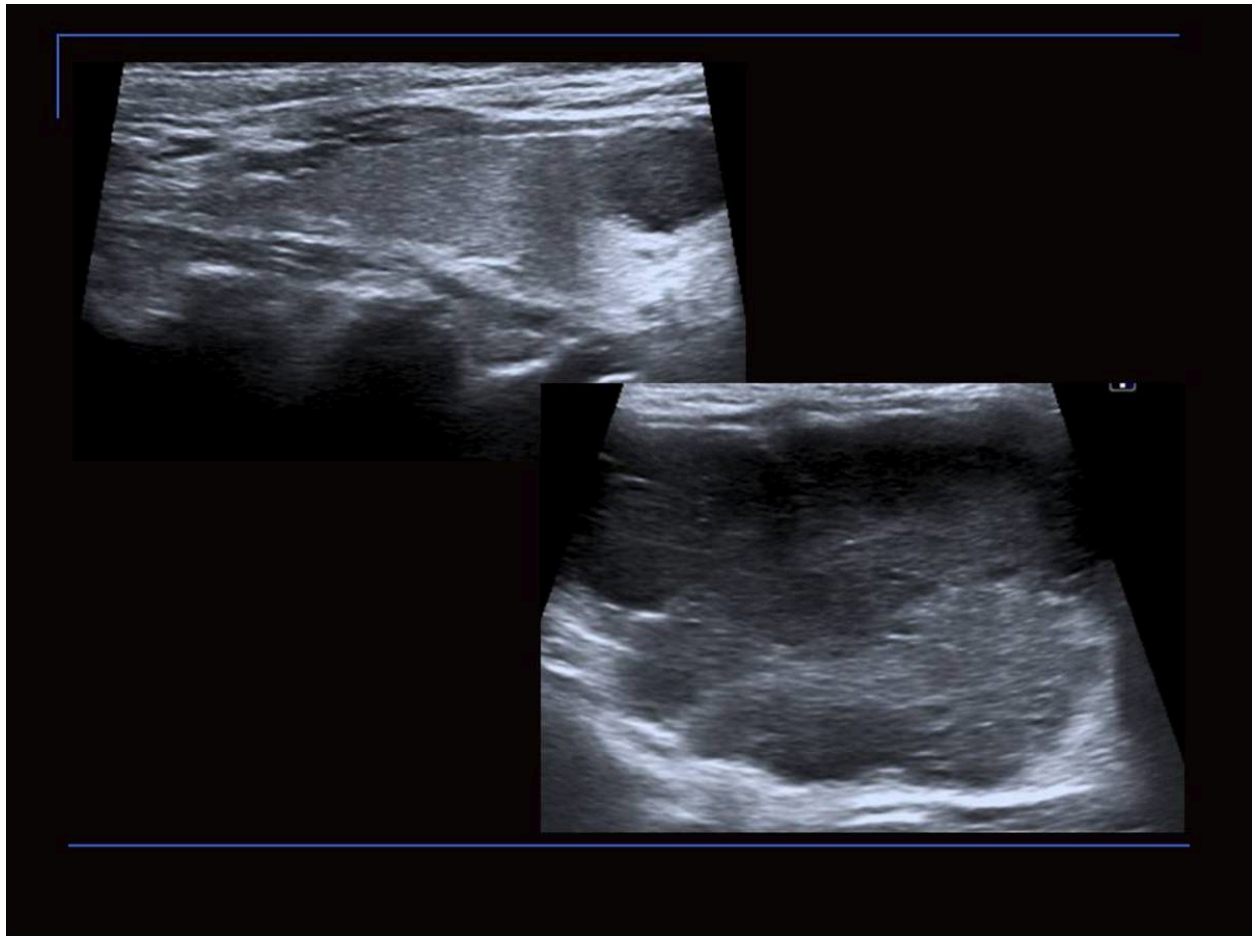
Ecografía cervical. Nódulo hipoecoico en LTD. Conglomerado adenopático cervical. AP: metástasis de carcinoma neuroendocrino de pulmón.
